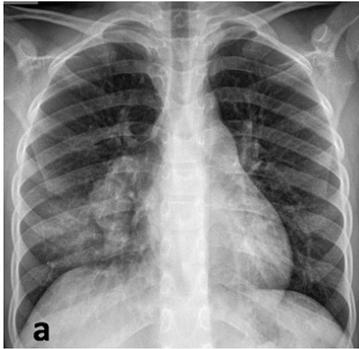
a. Adenopatías parahiliares derechas, b. Consolidación y atelectasia basal derecha, c. Patrón miliar difuso y consolidación basal izquierda, d. Cavitación en lóbulo superior izquierdo, e. Derrame pleural izquierdo. Radiografías del Hospital San Vicente Fundación.
